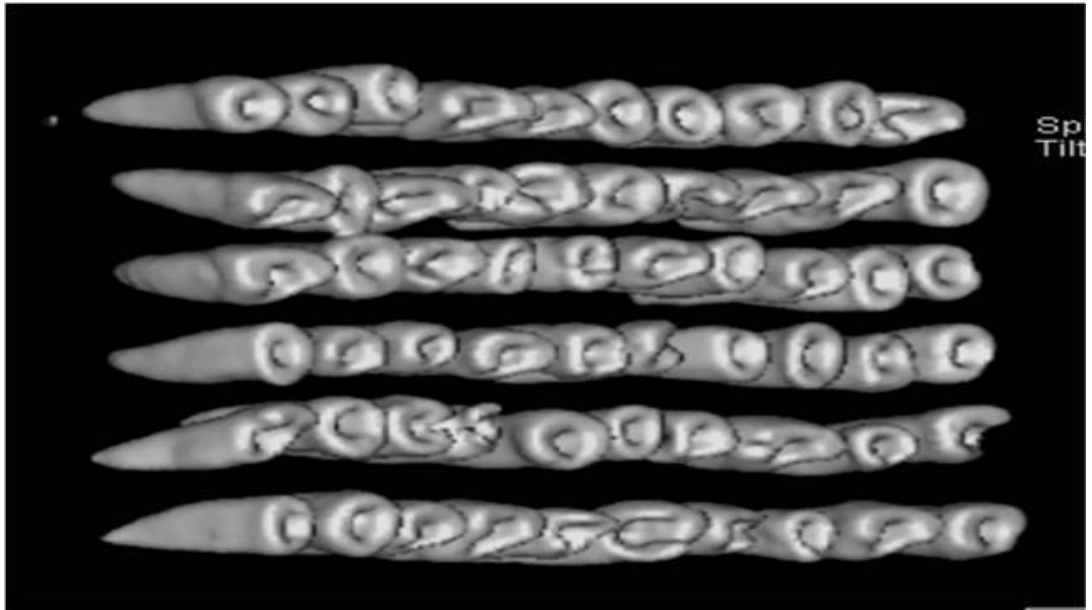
Spiral BT için sünger kalıbı iindeki numuneler.
